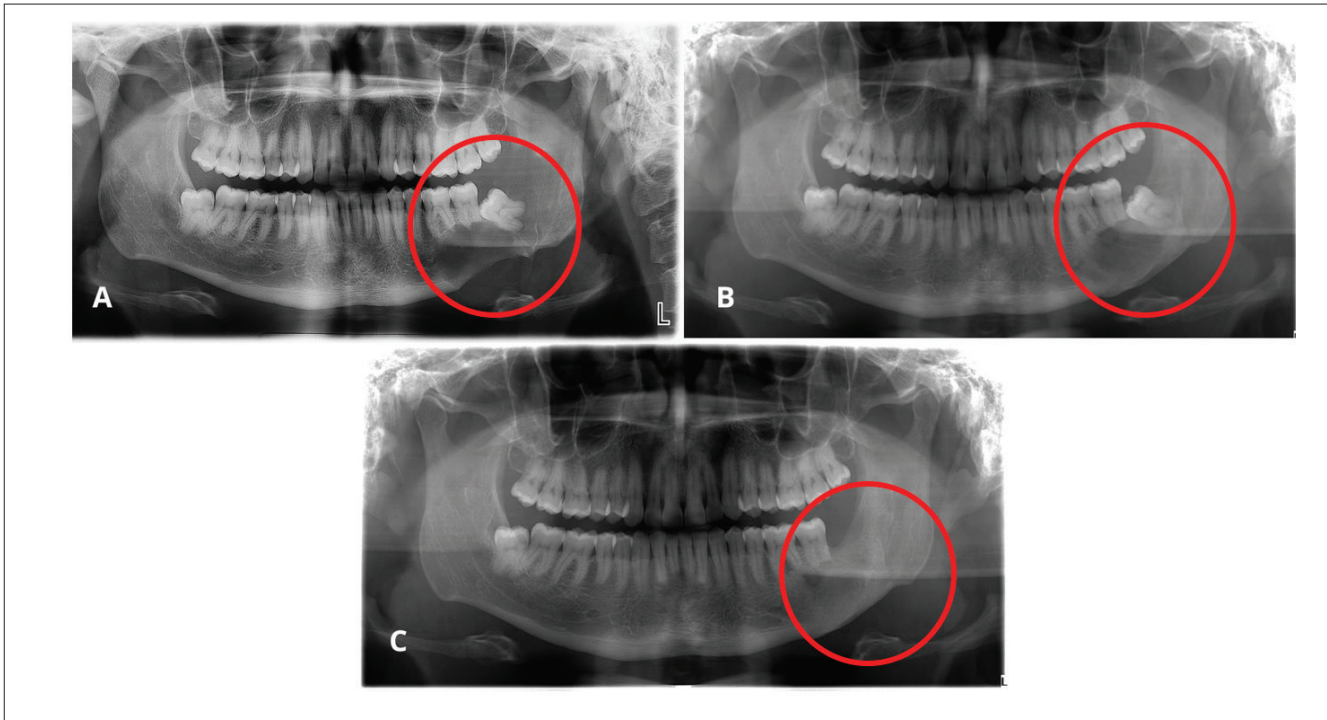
radiografías panorámicas del caso. A: Radiografía inicial. Dentro del círculo rojo se observa lesión osteolítica de forma redondeada, límites definidos no corticalizados en relación con cuerpo mandibular izquierdo, que compromete también la porción basilar mandibular. Ápices de dientes 3.6 y 3.7 presentan exorizálisis. B: radiografía de control 6 meses post intervención. Dentro del círculo rojo se observa disminución del tamaño de la lesión, además de corticalización de la porción basilar mandibular involucrada en la lesión. C: radiografía de control 18 meses post intervención. Dentro del círculo rojo se observa que la lesión presenta un tamaño considerablemente menor al inicial. Diente 3.8 ausente.
